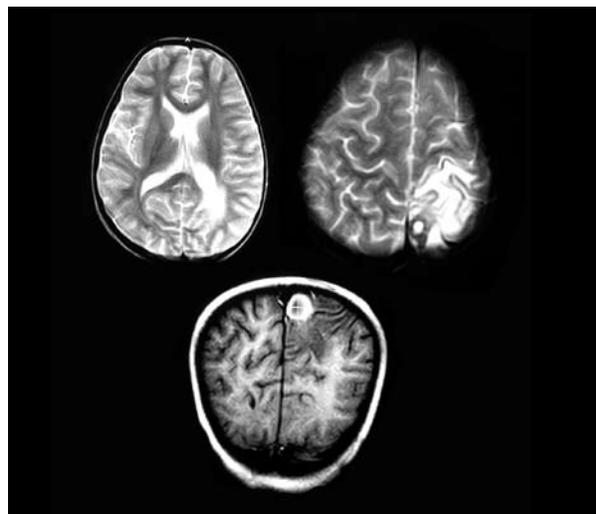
resonancia magnética simple y contrastada en donde se observa que zona hipodensidad observada en el TAC corresponde a lesión en estadio granular, con intenso realce al inyectar el contraste.
